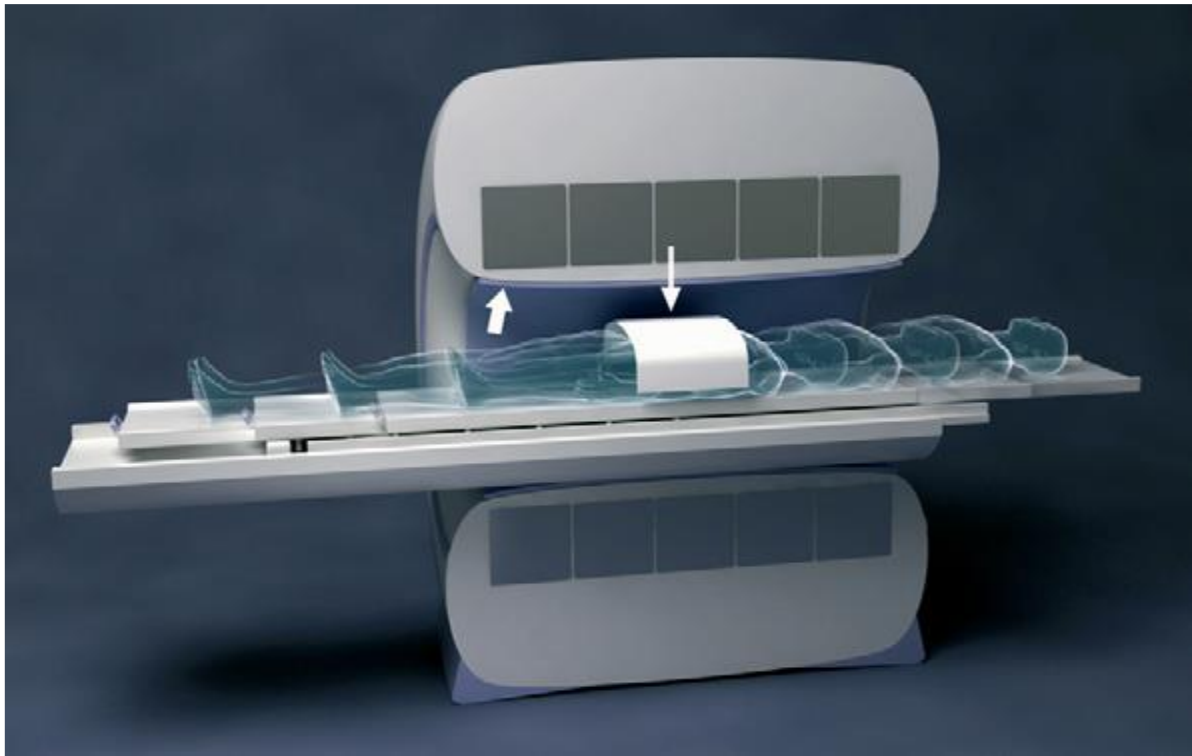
IRM corps entier
